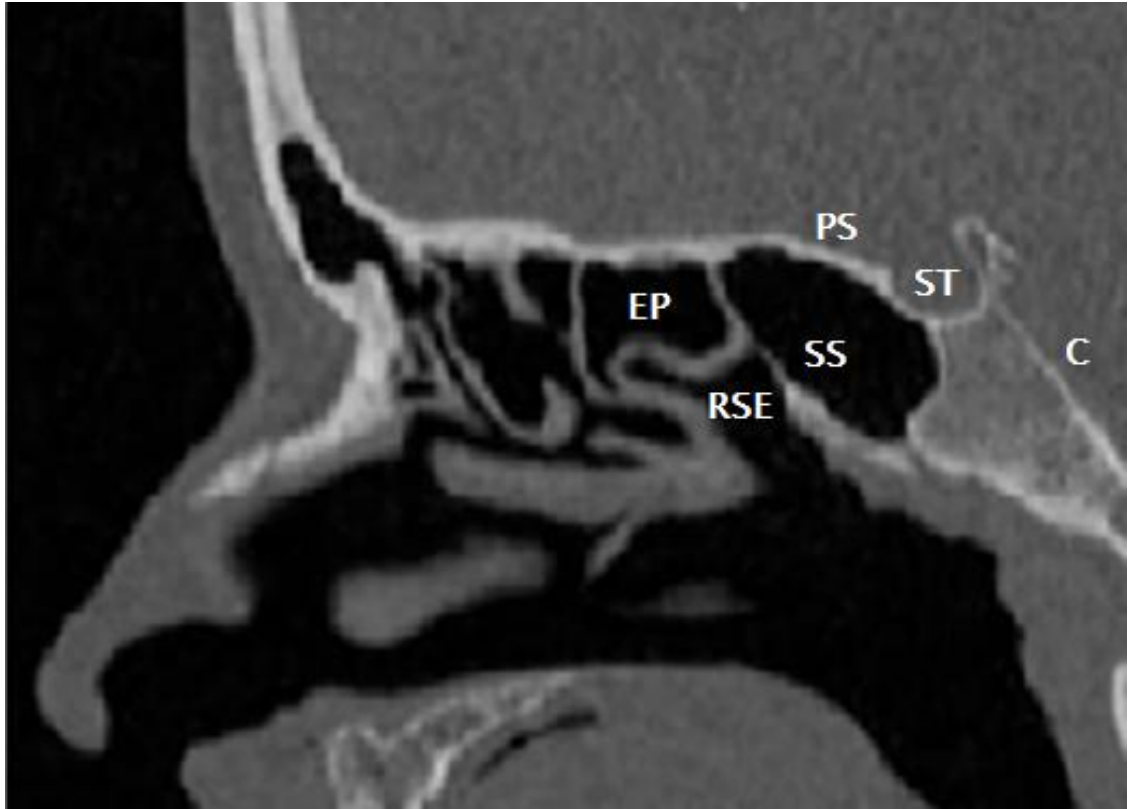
TDM des sinus C- coupe sagittale montrant les rapports antérieurs, postérieurs et supérieures du sinus sphénoïdal.
